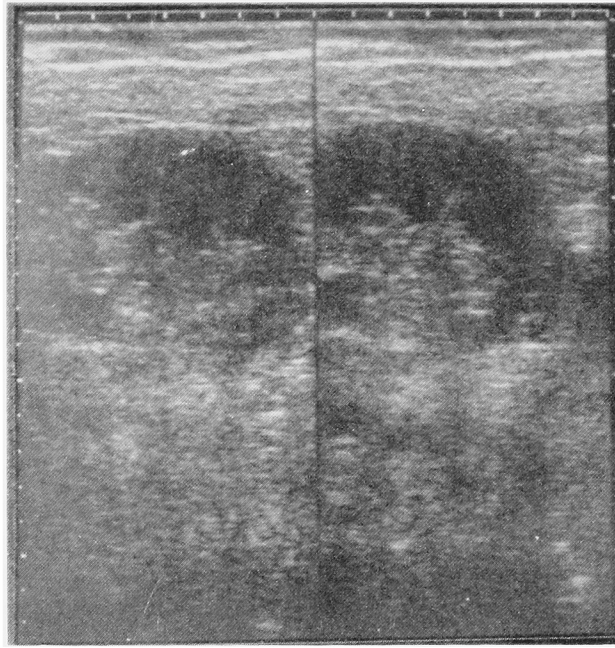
Ultrasonic tomography of the left kidney failed to expose the upper pole due to the eleventh rib
